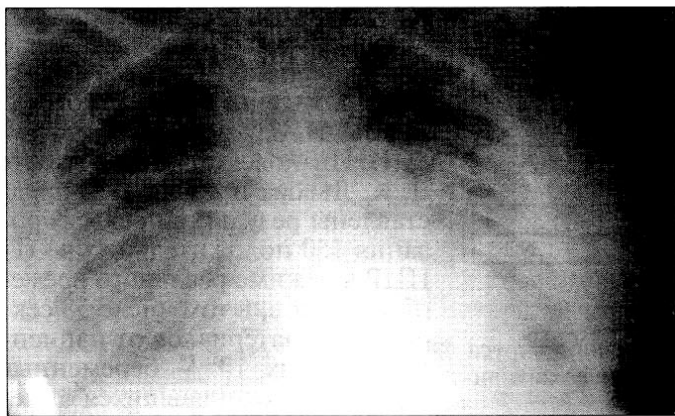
Больная К., 27 лет, грипп А(Н1N1)sw1, 5-е сутки заболевания. Рентгенограмма органов грудной клетки. Респираторный дистресс-синдром.
